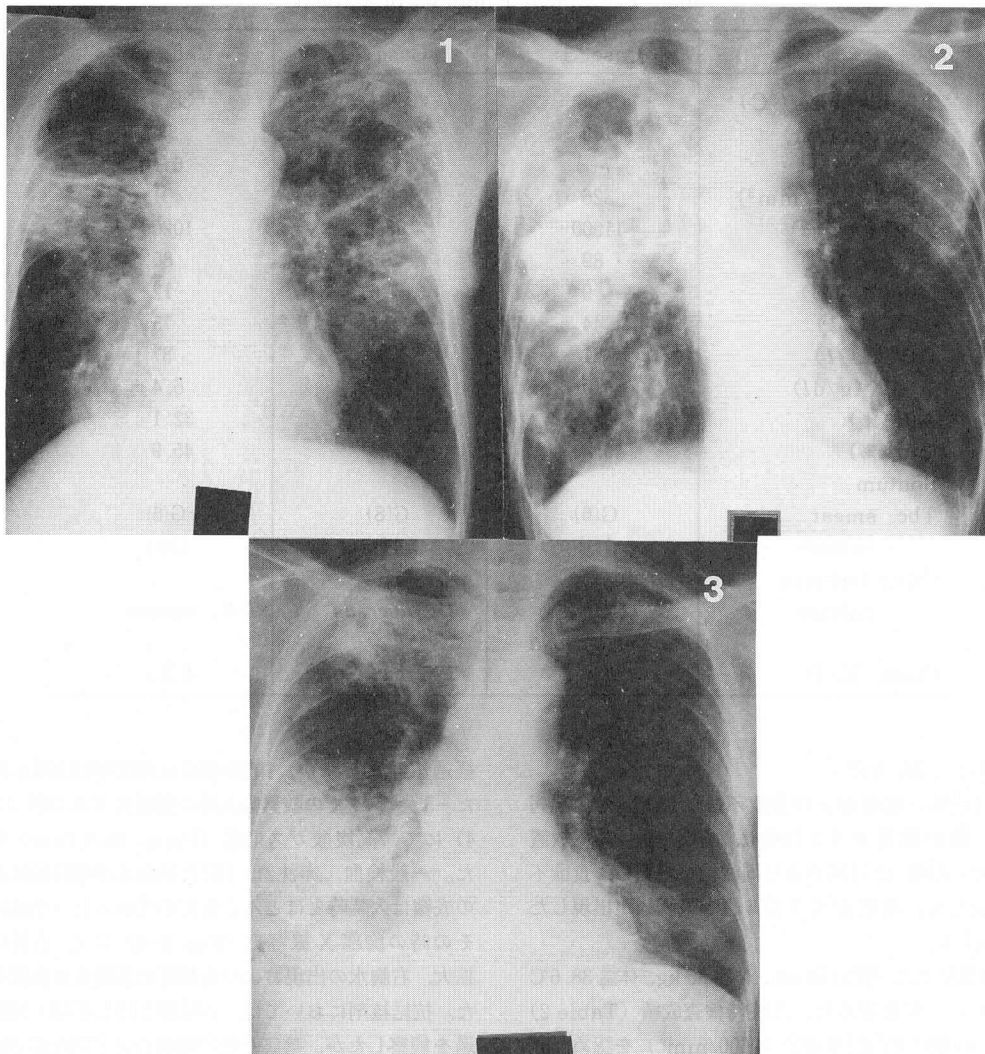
Chest Roentgenograms on Admission. 1, Case 1; 2, Case 2; 3, Case 3.
